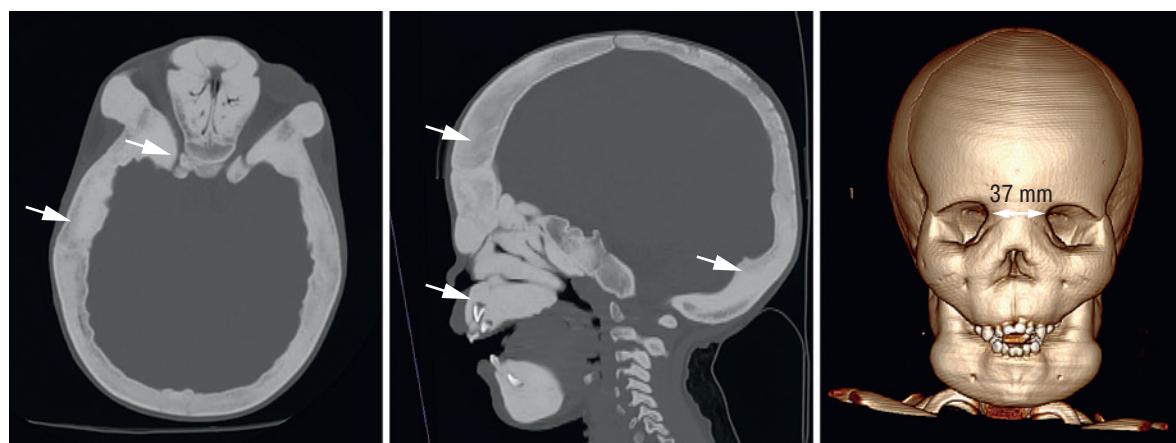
Характерные изменения на КТ
